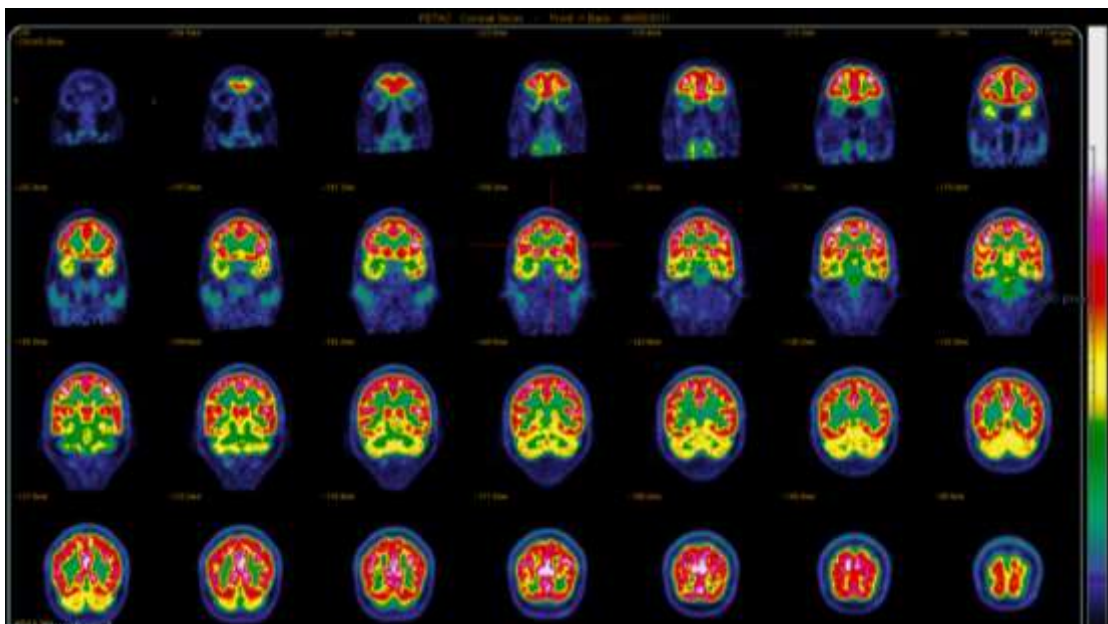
PET-FDG retrouve un hypométabolisme temporal bilatéral prédominant à droite touchant préférentiellement le pôle temporal et la région temporale interne.
